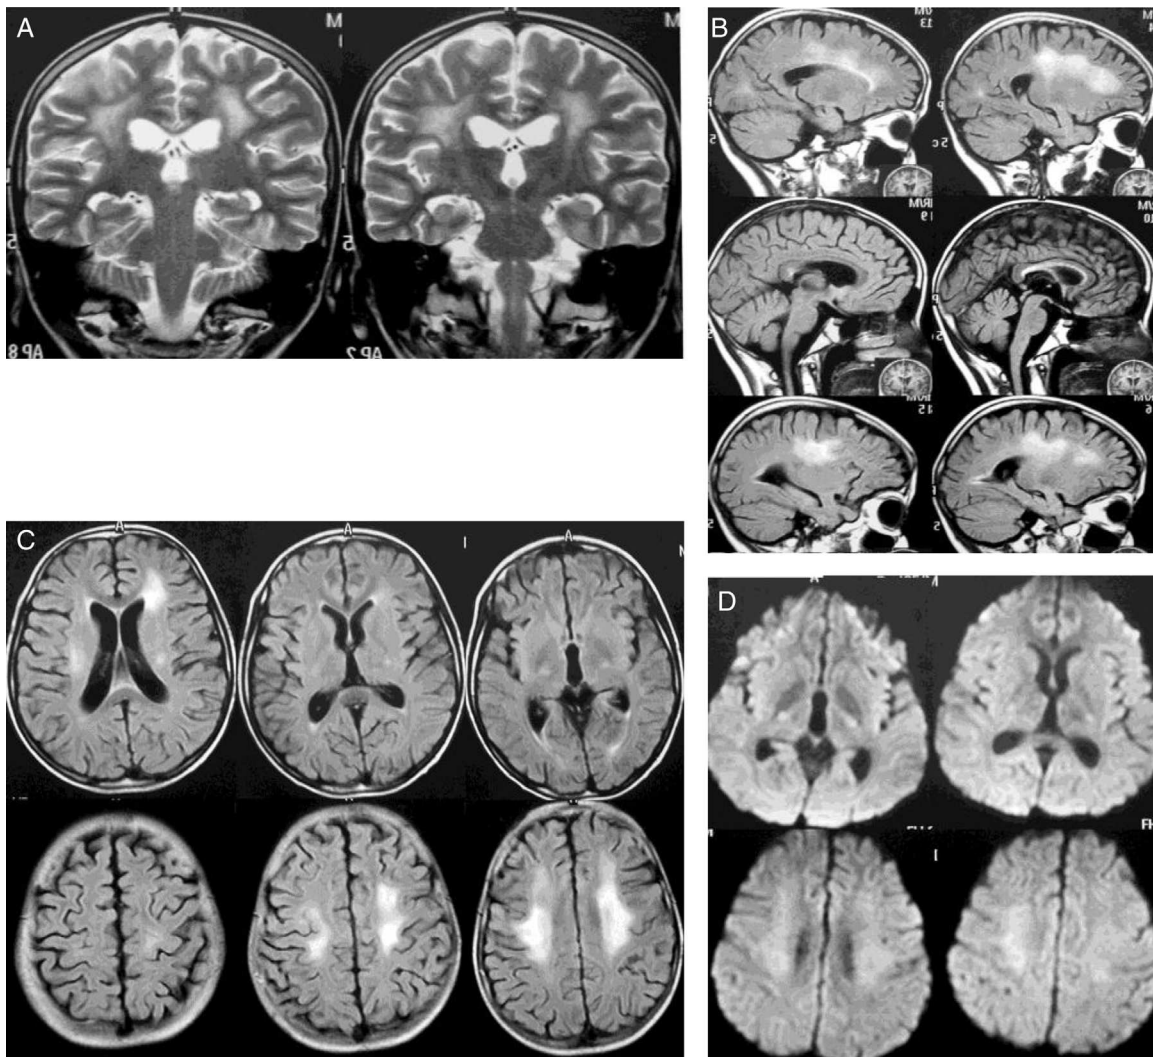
La RM inicial presenta compromiso extenso de la sustancia blanca paraventricular incluyendo regiones frontoparietales altas (mayor al lado izquierdo) y de la región insular con extensión al territorio posterior de cápsulas en este lado. Se aprecia tanto en secuencias T1 más gadolinio (A), donde se observan focos de disminución de la intensidad, como en secuencias T2 (coronal T2 [B]) y FLAIR (C) donde es muy notoria la hiperintensidad multifocal, y finalmente la restricción de la difusión en DWI (D). Aunque más extenso y multifocal que en el otro caso, el comportamiento de la señal y la restricción de la difusión muestran similar aspecto.
